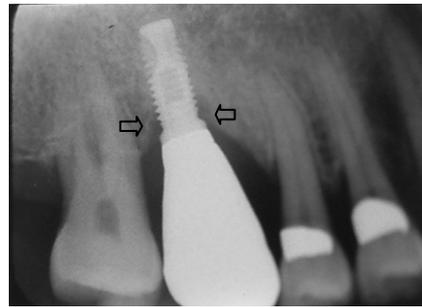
A radiograph of an implant failure due to fixture fracture.
